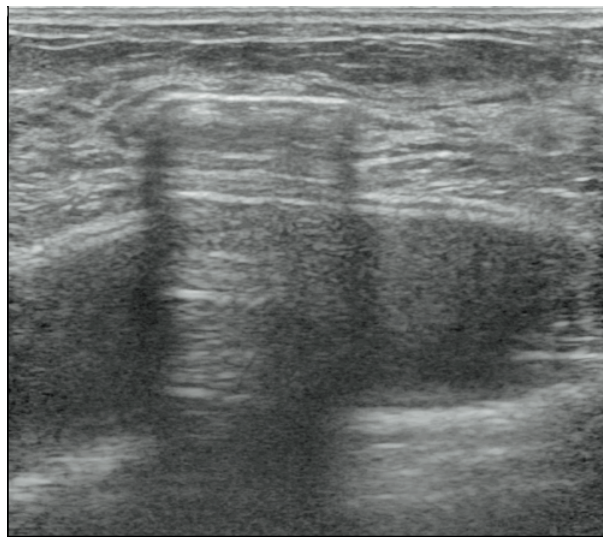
Эндопротезированные молочные железы. УЗИ после аспирации кисты с применением озono-кислородной смеси
